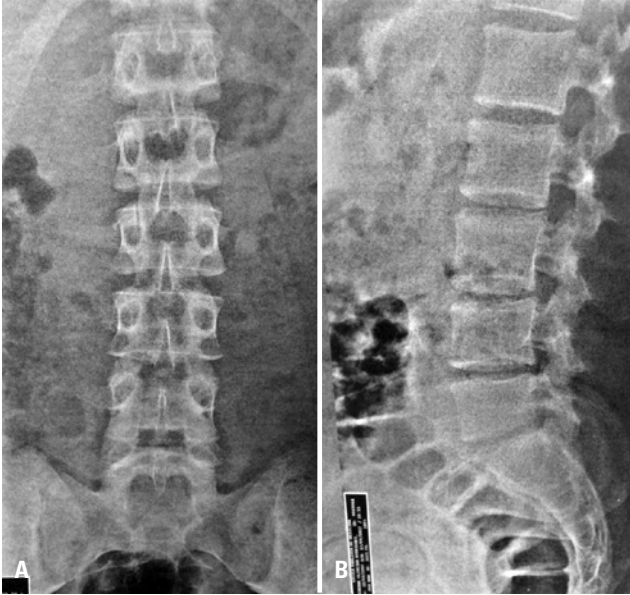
(A) Radiografia posteroanterior da coluna lombossacra. (B) Radiografia em perfil da coluna lombossacra
